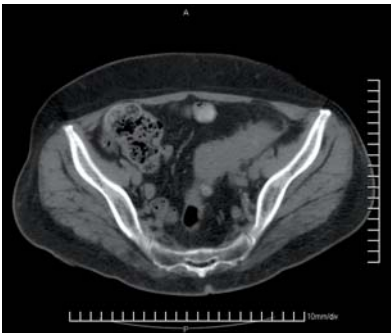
L'immagine TC assiale dimostra esteso ispessimento circonferenziale di tipo infiammatorio del sigma, non distensibile, in corso di diverticolite acuta con fini spiculate dei contorni che si insinuano nel grasso pericolico
